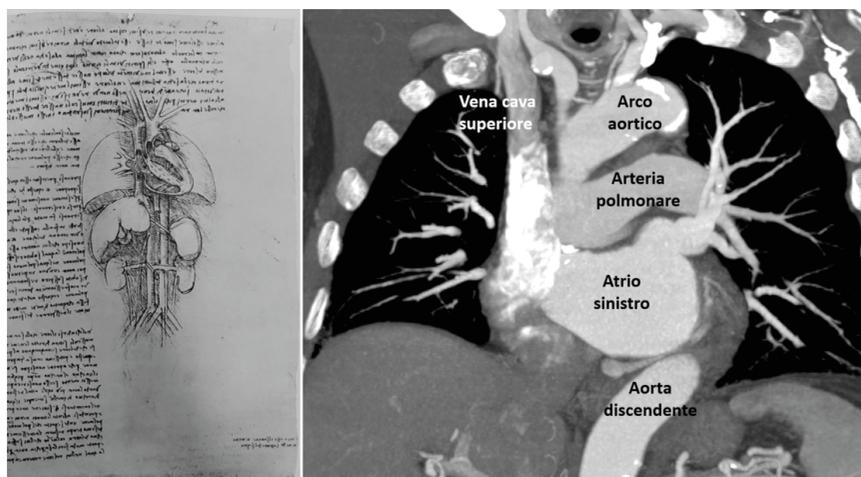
RL 19112R: studio anatomico su polmone e cuore (1508-1509 circa): da notare che Leonardo disegna una comunicazione diretta fra il polmone destro e le camere cardiache, in accordo con l'idea galenica che il cuore porti aria ai tessuti periferici tramite le arterie. L'immagine radiologica posta a confronto è una ricostruzione bidimensionale del cuore e dei grandi vasi passante per l'atrio sinistro, ottenuta mediante tomografia computerizzata dopo somministrazione endovenosa di mezzo di contrasto iodato.
